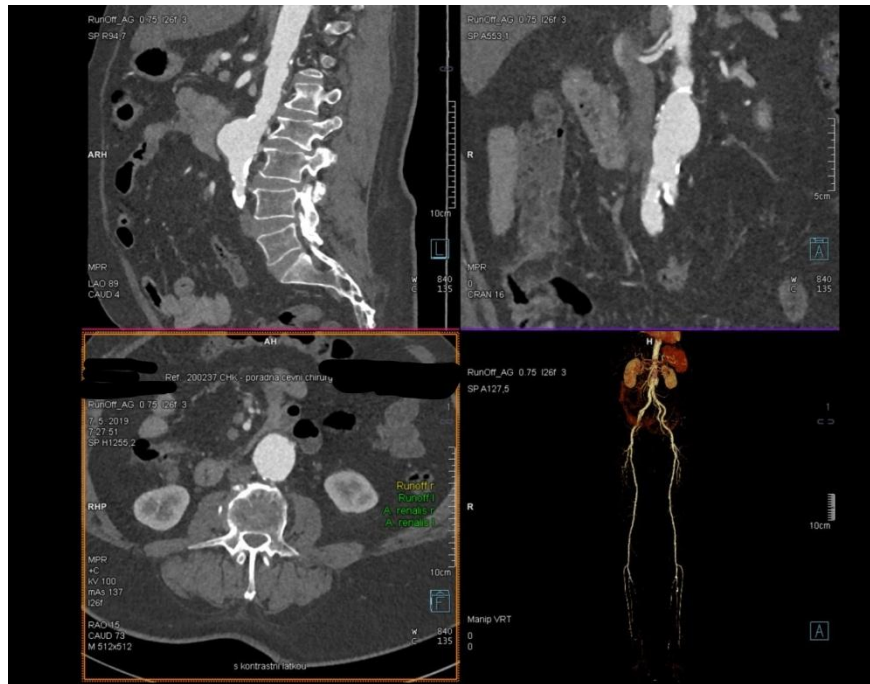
CT AG snímek zobrazují aneurysma břišní aorty (VRT rekonstrukce)
